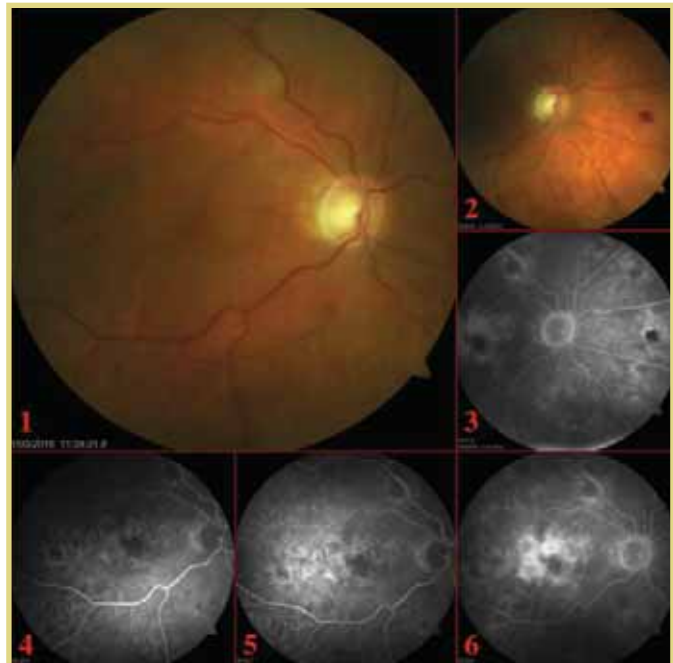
1, 2 – фото глазного дна: дилатация венул, артерии склерозированы, по всему главному дну – микроаневризмы, геморрагии, зоны ишемии, в макулярной зоне – отек; ДЗН – бледный со смещением сосудистого пучка в назальную сторону; экскавация ДЗН расширена (отношение экскавации к ДЗН – 0,7); 3–6 – флюоресцентная ангиограмма (до лечения): в раннюю и среднюю артериальные фазы паравазально и парафовеолярно определяется множественная гиперфлюоресценция (микроаневризмы); по всему главному дну – участки отсутствия капиллярной перфузии (зоны ишемии) с просачиванием в поздние фазы по их границам; в поздние фазы – просачивание парафовеолярно с формированием отека в макулярной зоне
